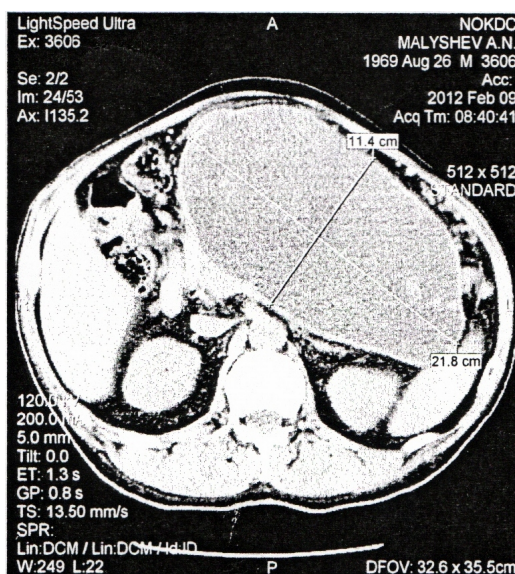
Гигантская киста ПЖ по данным КТ-исследования.
